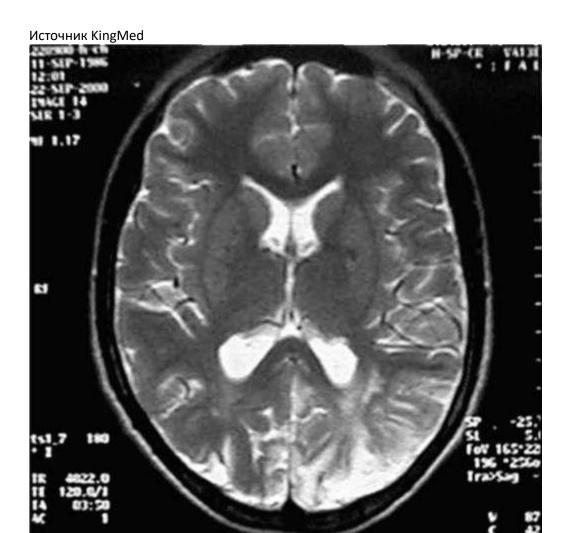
Магнитно-резонансная томография головного мозга при X-сцепленной адренолейкодистрофии. Симметричные и конгруэнтные очаги демиелинизации в теменно-затылочных областях головного мозга
